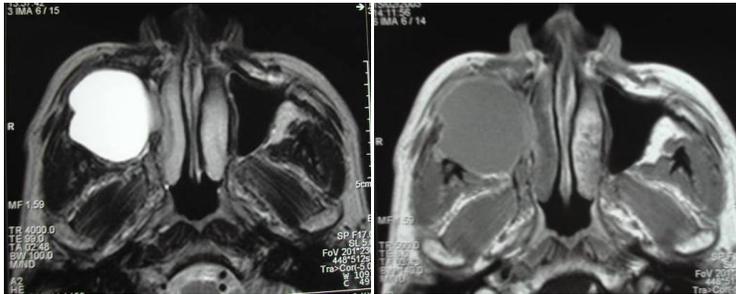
Resonancia Magnética de un paciente con mucocelo de seno maxilar derecho en fase T2 y T1.
